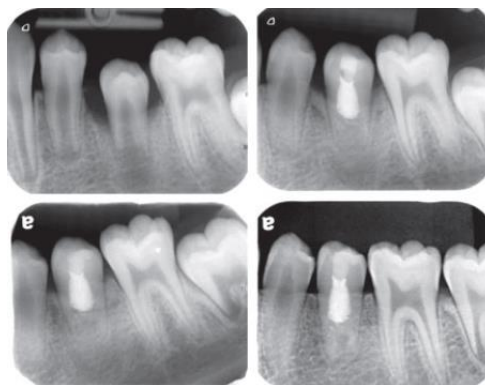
<sup>18</sup> *Caso 3. Cambio insignificante de la continuación del desarrollo radicular y cierre del ápice radicular. (a) Radiografía pre-operatoria. (b) Radiografía post-operatoria. (c) A los 7 meses de seguimiento. (d) A los 13 meses de seguimiento.*
